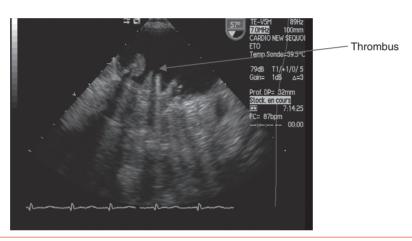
Thrombose non obstructive de prothèse mécanique mitrale à double ailettes en échographie transœsophagienne.
